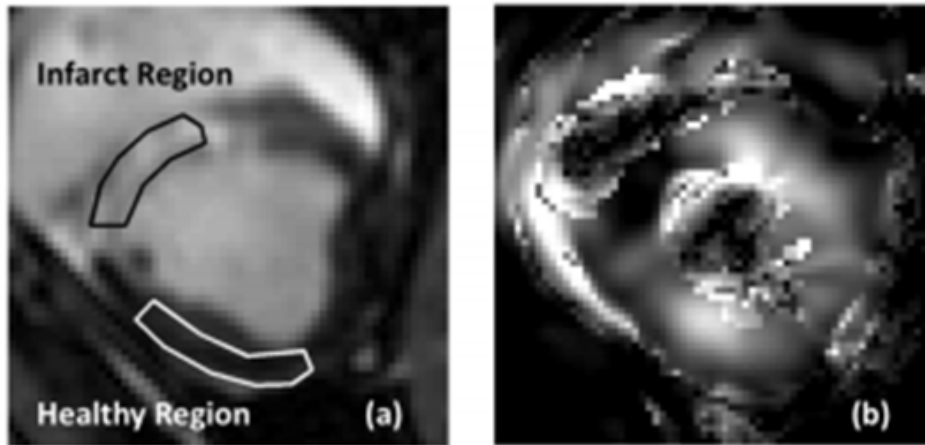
Resonancia (a) Arteria en media diástole, marcando zona infartada y zona sana. (b) Índice de de anisotropía al final de la sístole. [26]
